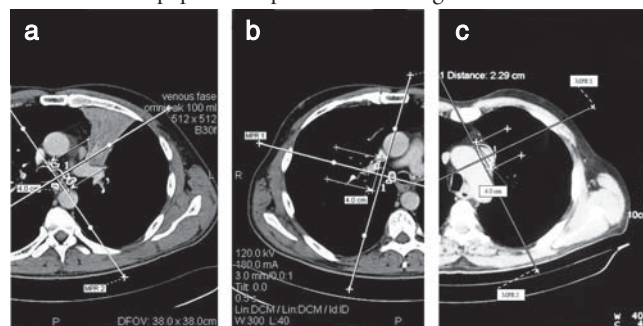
Предлучевая подготовка к ИОЛТ на основе спиральной компьютерной томографии при пулмонэктомии слева (а), справа (б) и верхней лобэктомии слева (с): 1 – пораженные лимфатические узлы корня легкого и средостения; стрелками показано расположение коллиматора размером 4х7 см
